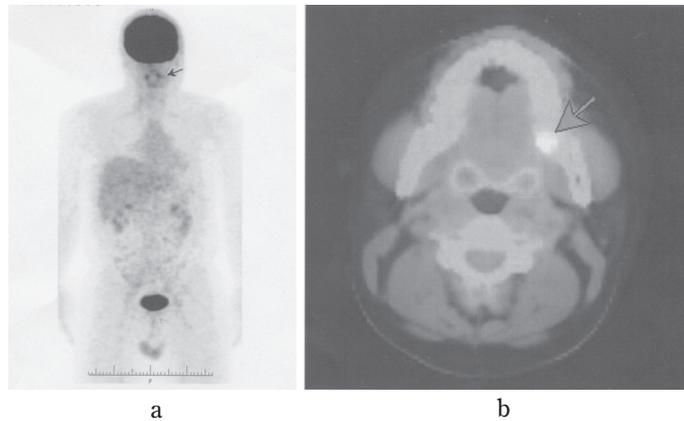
A positron emission tomography with computed tomography scan revealed foci of increased uptake in the left lower mandible with no other abnormality.
